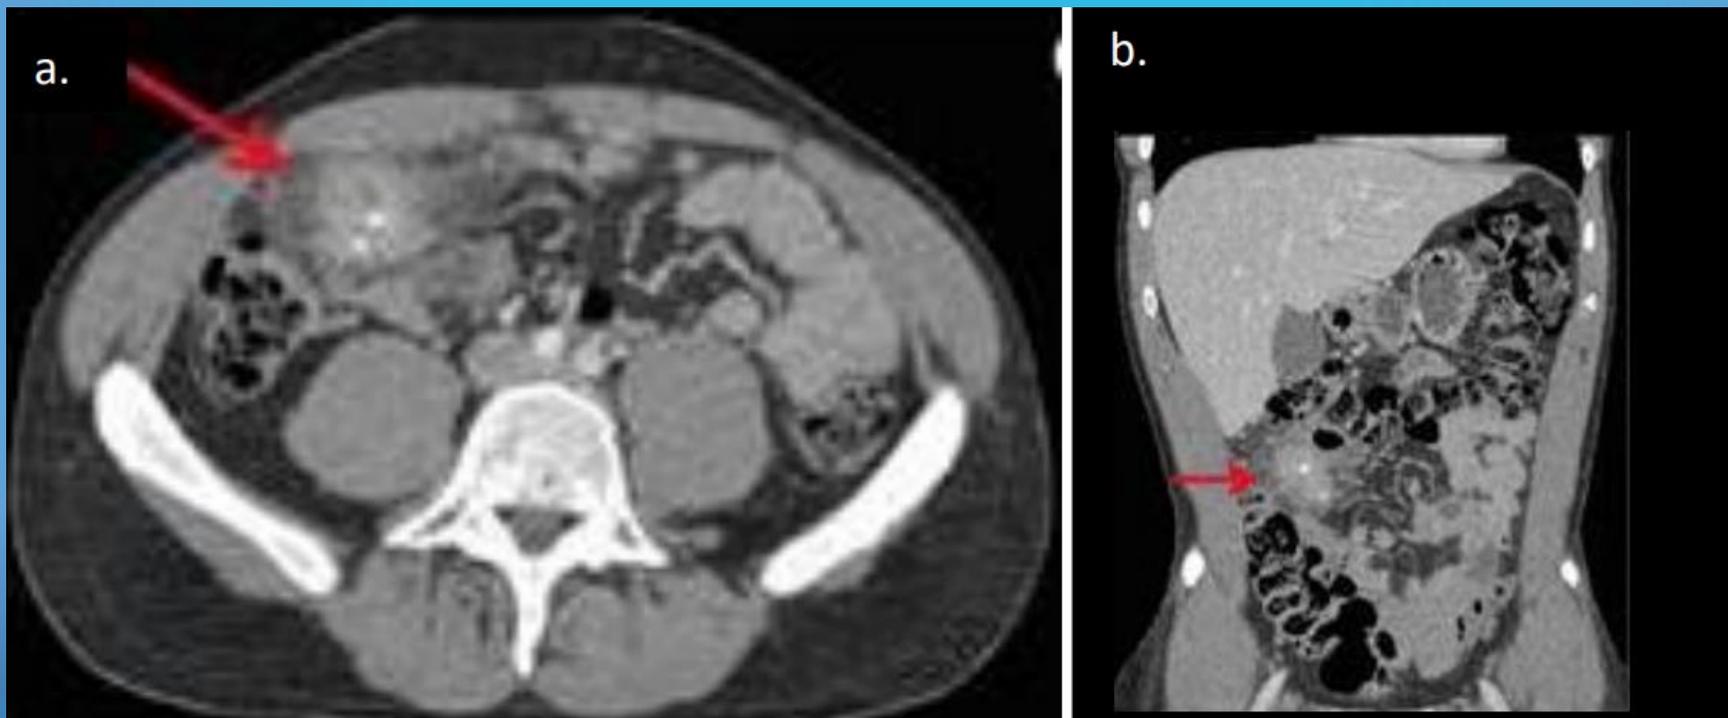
Mesenteritis retráctil en masculino de 62 años. Imagen TC en planos axial (a) y coronal (b), donde se identifica en flanco derecho, un área de aumento de la atenuación grasa mesentérica, mal delimitada y con focos de calcificación en su interior (flechas)
